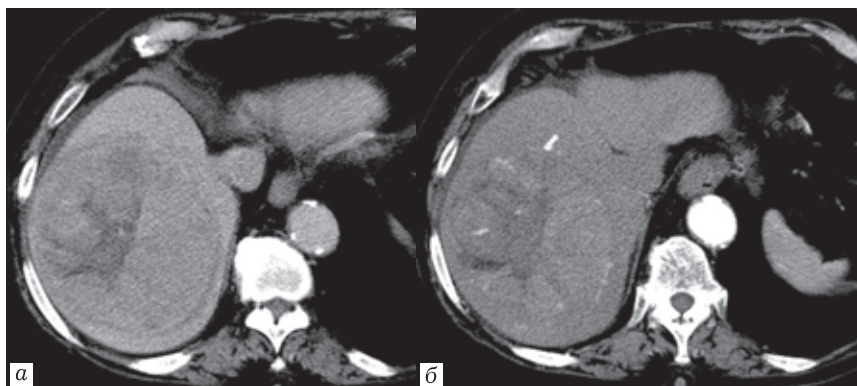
Пациентка Ж., 67 лет. МСКТ с внутривенным контрастированием. Гепатоцеллюлярная карцинома правой доли печени: *а* — артериальная фаза. Умеренно выраженная гипervasкулярность образования. Включения жировой ткани в структуре опухоли — дополнительный признак ГЦР; *б* — портальная фаза.
